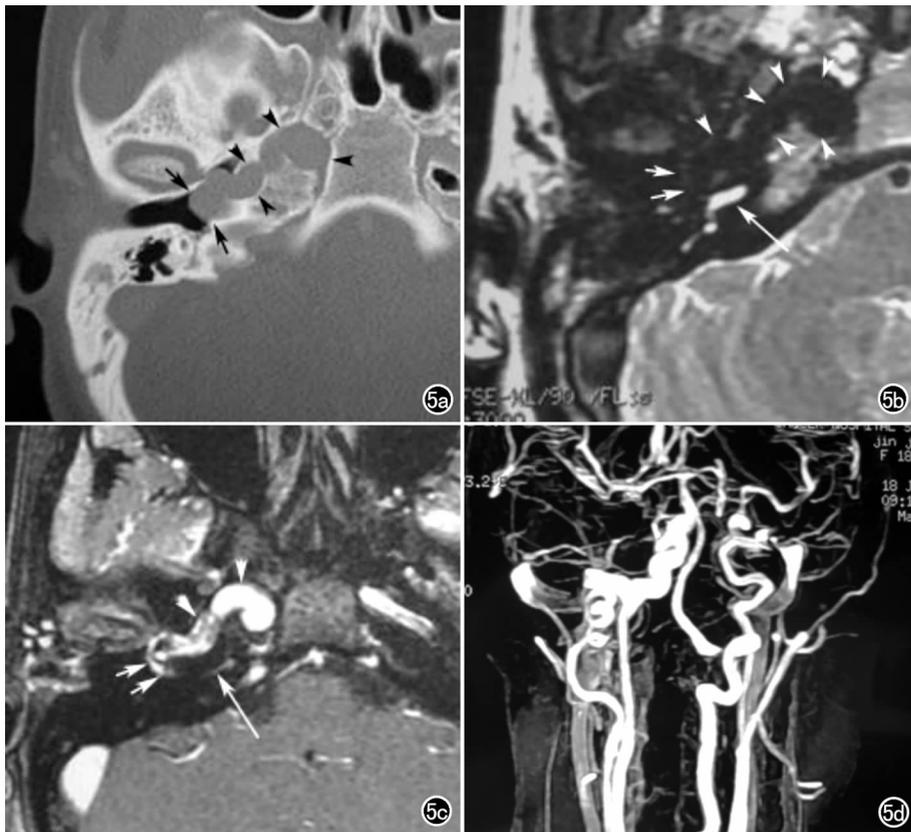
鼓室内迷走颈内动脉(短箭为鼓室内结节,长箭为耳蜗底旋,箭头为迂曲的颈动脉水平段)。a) 轴面 HRCT 显示右侧中下鼓室见不规则软组织结节,鼓室内侧壁骨缺损,颈动脉水平段迂曲扩大; b)  $T_2$  WI 示鼓室内未见明显结节影,呈低信号流空影,颈动脉水平段迂曲亦呈流空影,两者相连; c). 增强  $T_1$  WI 示颈动脉水平段迂曲突入鼓室内; d) MRA 显示右侧颈内动脉水平段、颅内段迂曲扭曲变形增粗。
